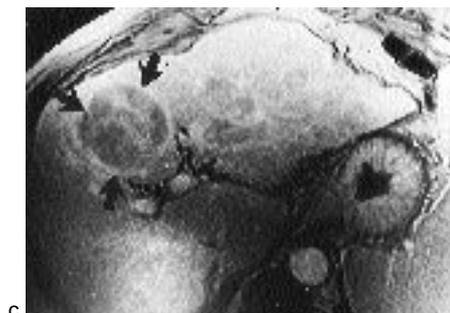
Carcinome hépato-cellulaire : IRM haute résolution.
